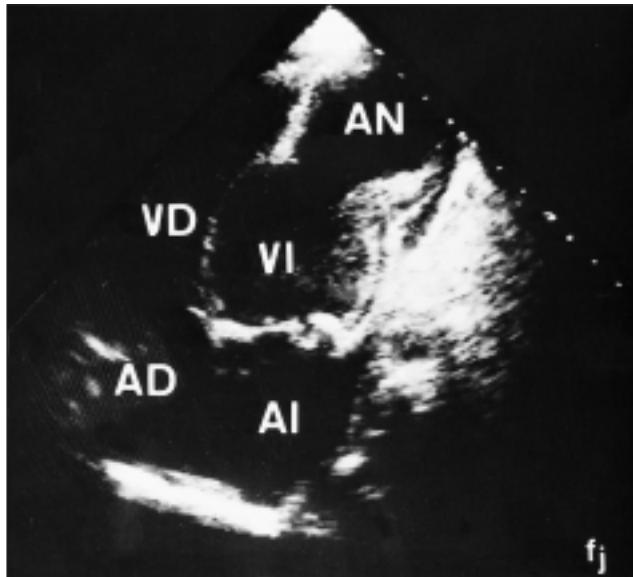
Ecocardiograma bidimensional, en un plano apical 4 cámaras, de un paciente de 14 años con mucopolisacardiosis. Se aprecia ventrículo izquierdo dilatado con aneurisma apical de gran tamaño y calcificación del anillo mitral. Abreviaturas: AN = aneurisma apical, AI = aurícula izquierda, VI = ventrículo izquierdo, AD = aurícula derecha, VD = ventrículo derecho.
